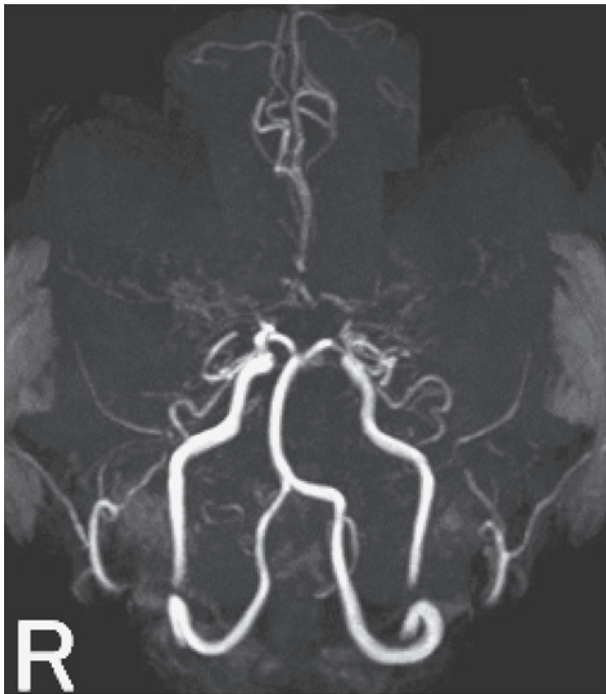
Magnetic resonance angiography (MRA) obtained on the day of the clinical onset (1.5T; TR 32ms, TE 6.8ms).
